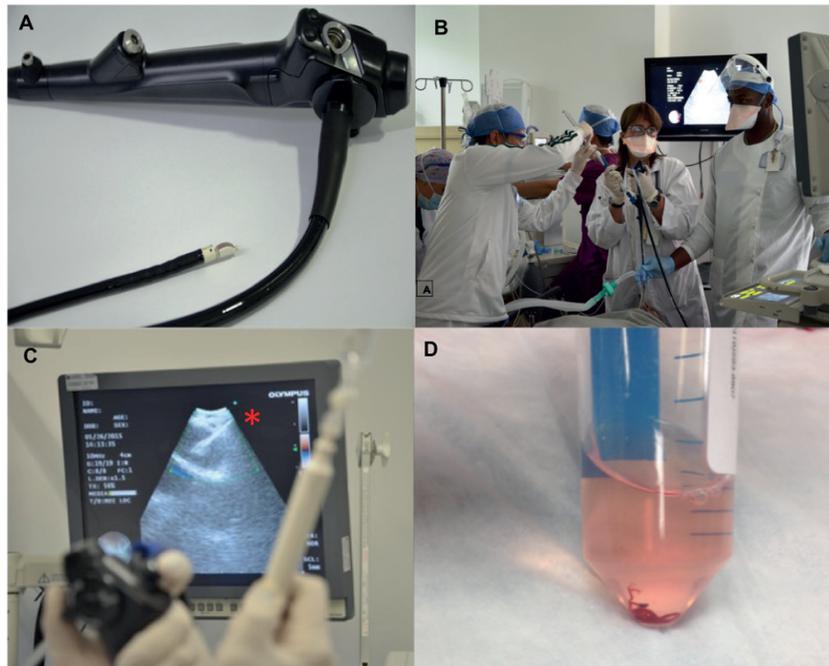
A. Endobronchial ultrasound equipment. B. Introduction of the needle inside the instrument. C. Real-time puncture, where the needle is visualized inside the lesion*. D. Material recovered during puncture.
